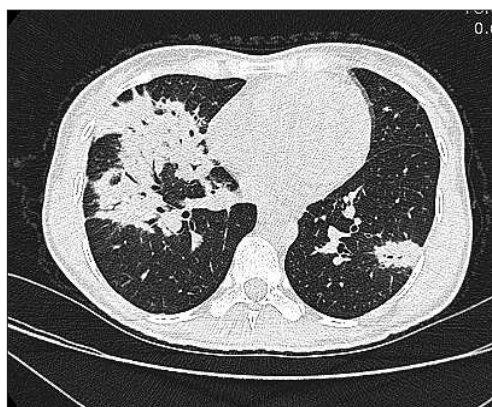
HRCT la o pacientă cu PID la amiodaronă
